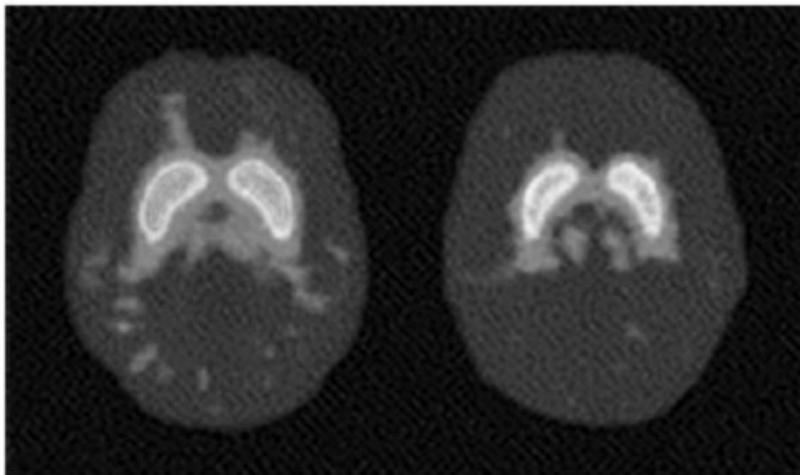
• Receptores dopaminérgicos D2 están reducidos en sujetos obesos. La exploración por PET de receptores dopaminérgicos D2 muestra que los receptores están disminuidos en sujetos obesos (derecha) comparado con sujetos normales (izquierda). El tamaño relativo y el nivel del área brillante muestran el nivel de expresión de los receptores. Mientras más grande y brillante es el área, más receptores hay. Este resultado es similar al encontrado en sujetos adictos. Una revisión del capítulo 7 (figuras 7-1 y 7-2) puede ser de ayuda (reimpreso de *The Lancet*, 357, Gene-Jack Wang, Nora D. Volkow, Jean Logan, Naomi R. Pappas, Christopher T. Wong, Wei Zhu, Noelwah Netusll y Joanna S. Fowler, “Brain dopamine and obesity”, 354-357, Copyright [2001], con permiso de Elsevier).
